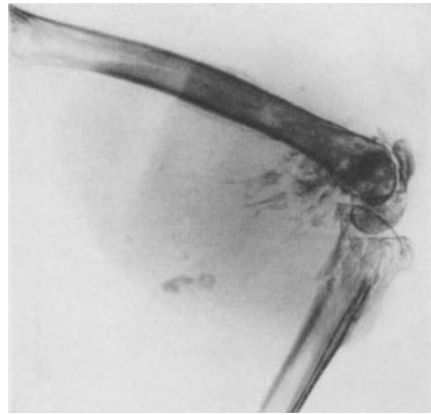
Röntgenbild vom Dezember 1936. 2 Jahre 2 Monate nach Beginn der Bestrahlung. Zerstörung des oberen Schienbeindrittels, osteoblastisches osteogenes Sarkom der unteren Femurmetaphyse.
